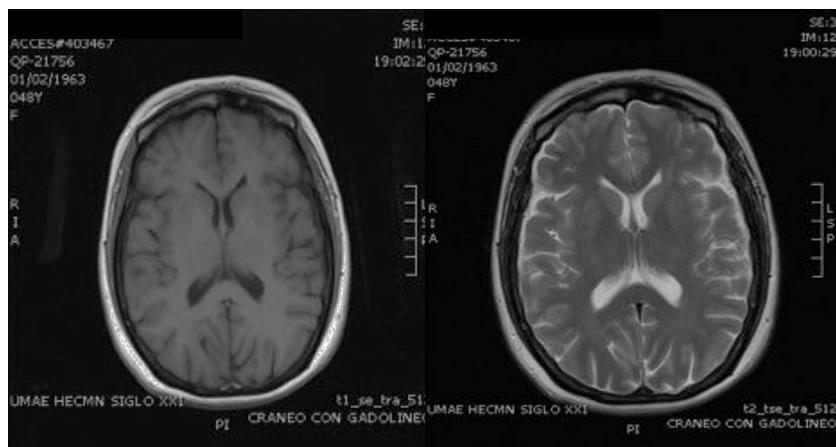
RMN cerebral contrastada con gadolinio a los 4 meses de inicio del tratamiento con resolución de la lesión, sin evidencia de neuroinfección.
